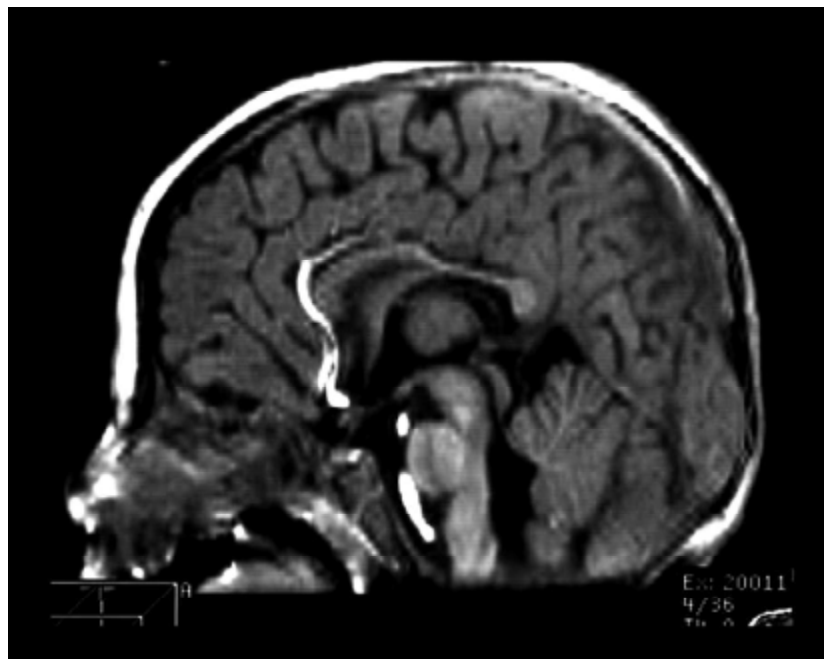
Hypoplasie vermienne avec élargissement du quatrième ventricule sur une coupe sagittale d’IRM chez une patiente âgée de 6mois, présentant un syndrome de Kabuki associé au syndrome de West. [63]
